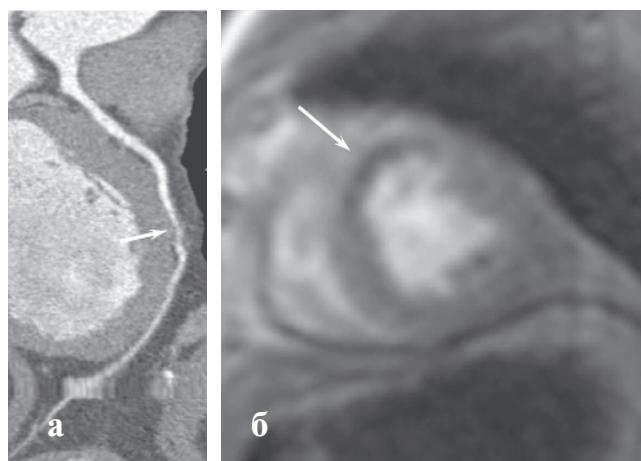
Больной С., 41 год: а – КТ-коронарография, криволинейная реконструкция по ходу передней межжелудочковой ветви (ПМЖВ). Выявлен миокардиальный «мостик» средней трети ПМЖВ с сужением просвета артерии (стрелка); б – перфузия МРТ миокарда, срез по короткой оси левого желудочка. Дефект перфузии миокарда в бассейне кровоснабжения ПМЖВ (стрелка)
